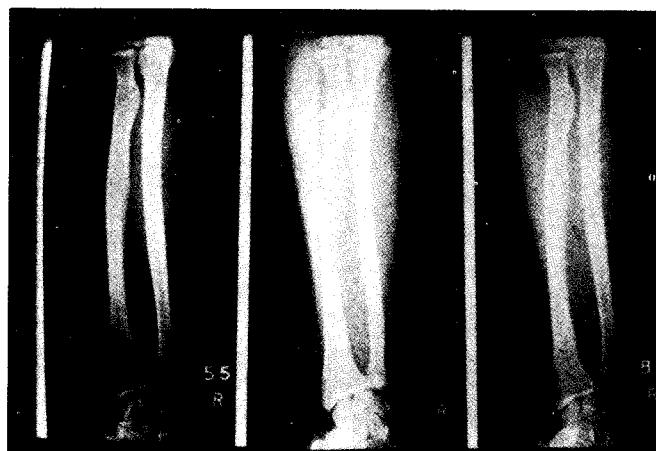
A-P radiographs of the forearm in 55, 65 and 80 kV
